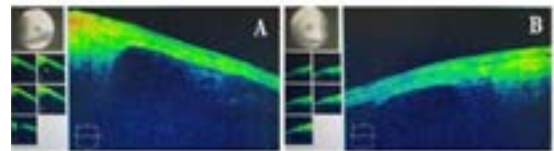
Anterior segment optical coherence tomography sections of scleralplaques in right (A) and left (B)
